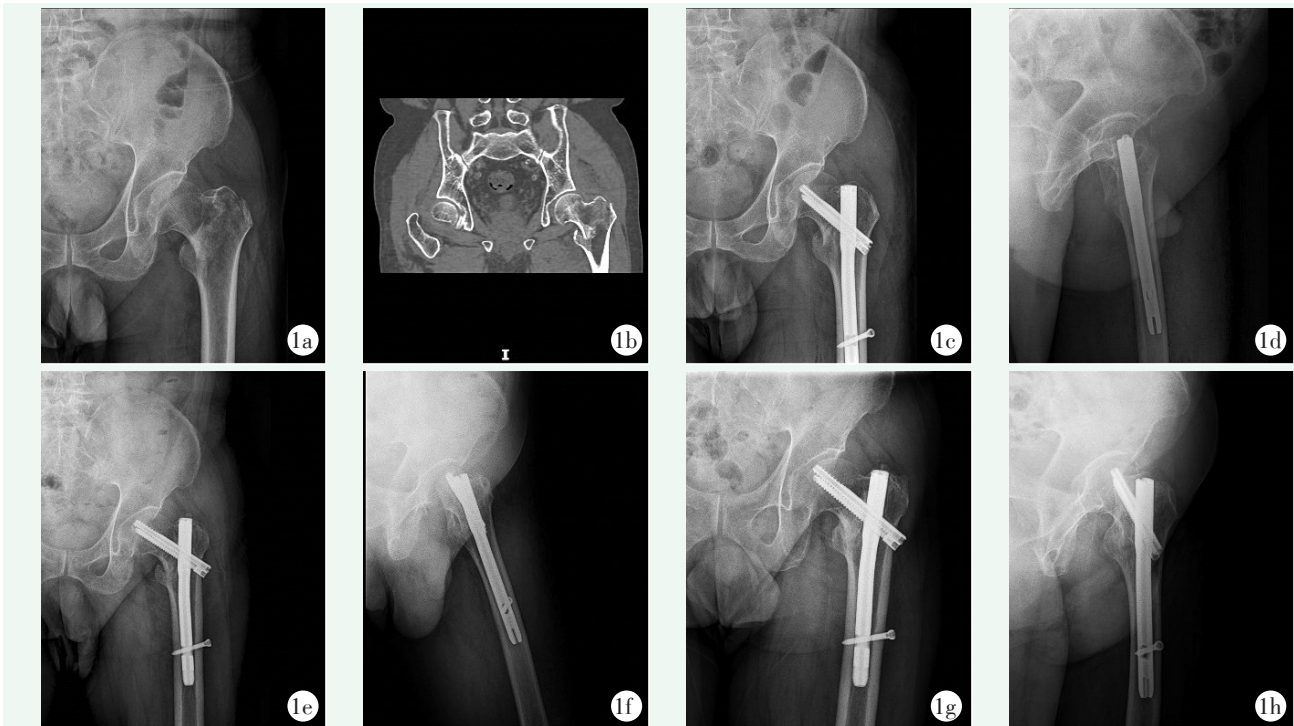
患者, 男, 65 岁。1a: 术前患侧髋关节正位 X 线片示 AO/OTA31-A1.2 型股骨粗隆间骨折; 1b: 术前骨盆 CT 示 AO/OTA 31-A1.2 型股骨粗隆间骨折; 1c, 1d: 术后即刻正侧位 X 线片示骨折复位好, 内固定物位置良好; 1e, 1f: 术后 3 个月正侧位 X 线片示骨折和内固定物无移位, 骨折线模糊; 1g, 1h: 术后 12 个月正侧位 X 线片示骨折已骨性愈合。
